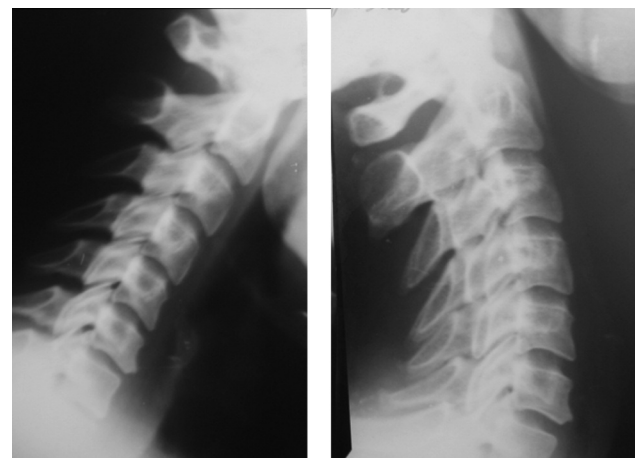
Функціональні рентгенограми хворого Г., 40 р., які виконані через 3 міс. після травми – порушення цілості хребців не встановлено
